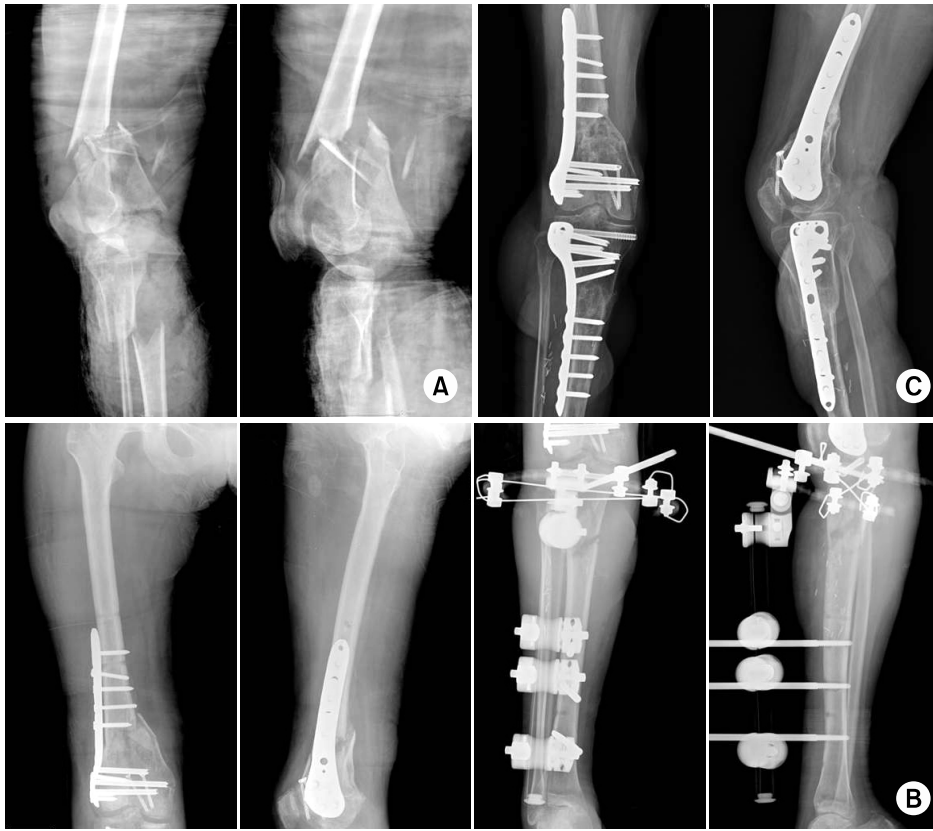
(A) Preoperative knee antero-posterior (AP) lateral radiographs show femur intra-articular comminuted fracture and tibia open comminuted fracture with posterior tibial artery rupture.
